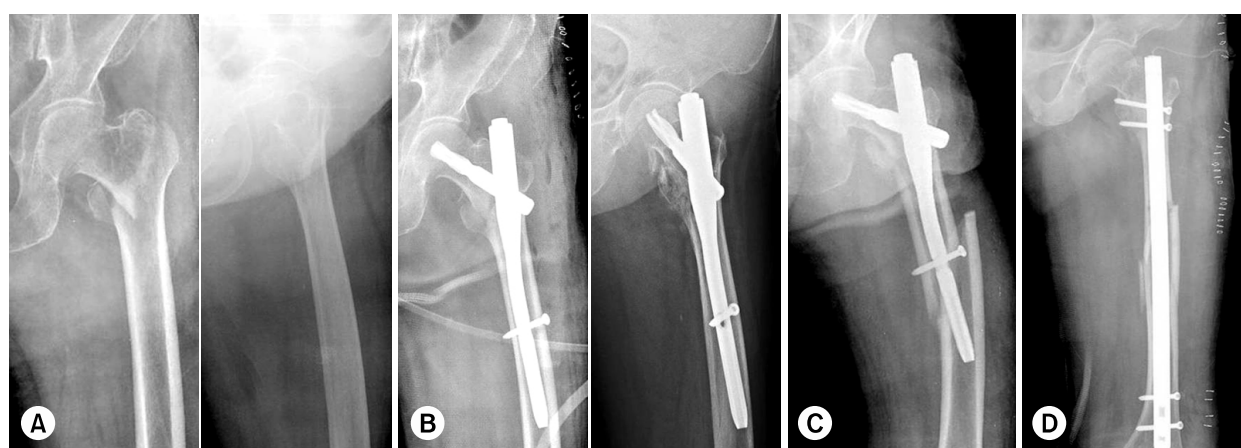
(A) Preoperative anteroposterior radiograph of the left hip of a 72 years old man who slip down, showing an intertrochanter fracture AO type A3-3.
